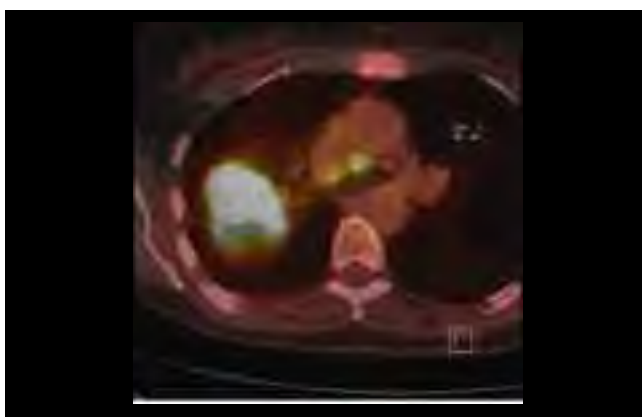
La PET CT mostra un'immagine di un'importante assunzione di 5FDG nel lobo superiore di destra in un NSCLC (a), e un linfonodo pre-tracheale (b)
